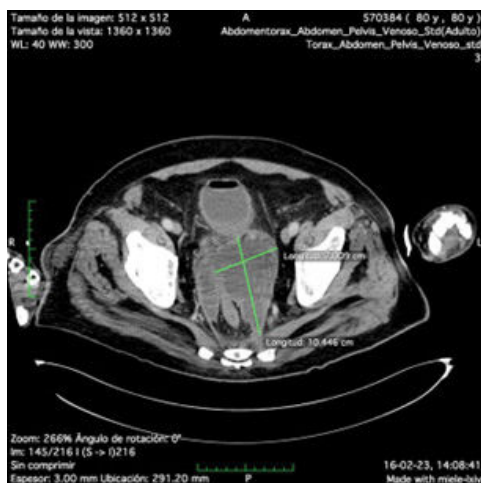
Tomografía computarizada de abdomen y pelvis a los 23 días posterior a ingreso.
